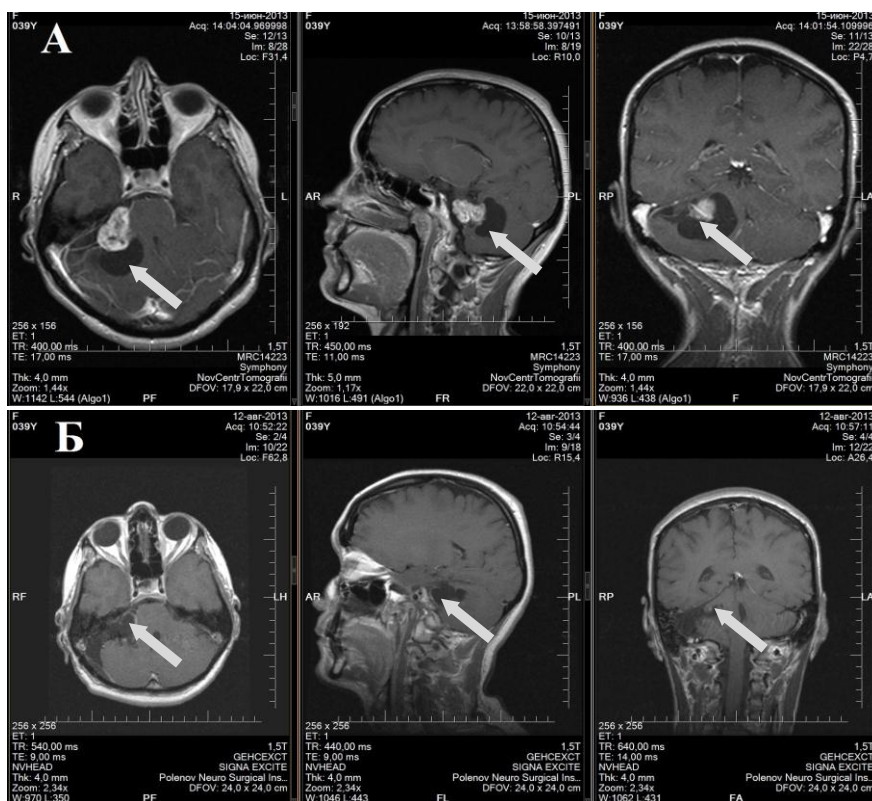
КВШ V типа. Предоперационная МРТ – опухоль указана стрелкой (А) и послеоперационный контроль – опухоль удалена totally (Б) (пациентка Г-ва , 49 лет ИБ 20587-16) .
